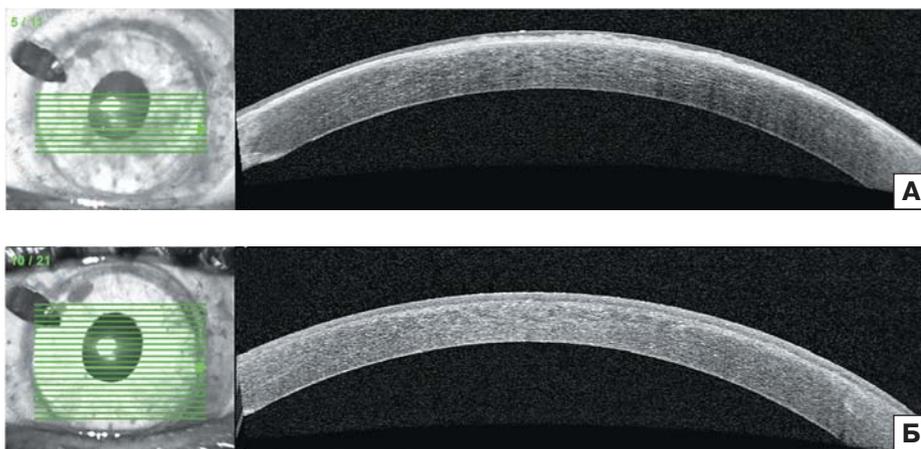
Оптическая когерентная томография роговицы правого глаза пациента № 1 до (А) и спустя 24 мес (Б) после комбинированного лечения рецидива дистрофии Thiel — Behnke трансплантацией боуменового слоя
